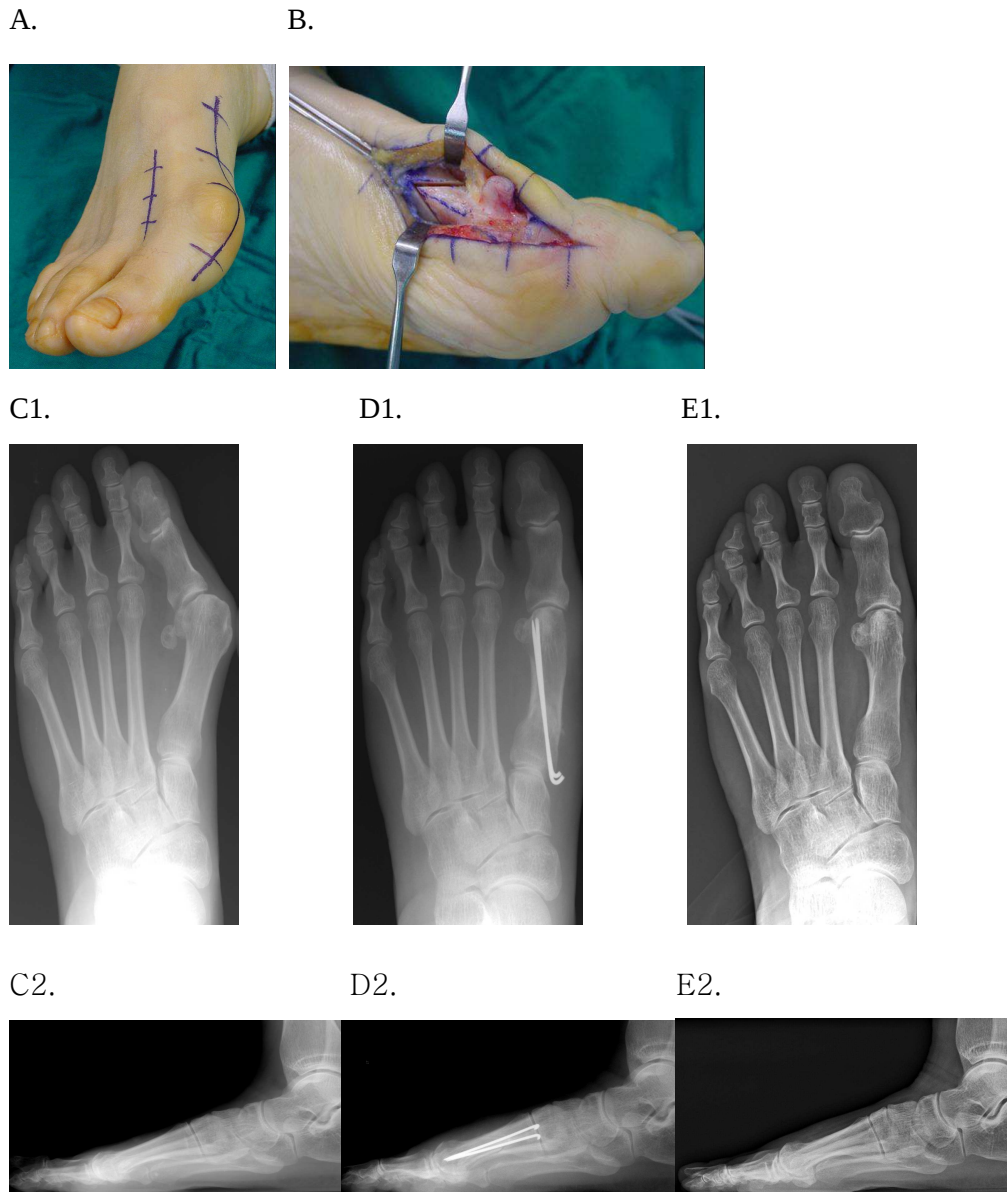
수술 소견 및 수술 전 후 방사선 사진. 56세 여환으로 무지외반증으로 원위 연부조직 재건술과 제 1 중족골 근위 역 갈매기형 절골술을 시행하였으며(A,B) 수술 전(C) 및 수술 후 1개월(D), 18개월째(E) 체중부하 전후면(1) 및 측면(2)사진임.
